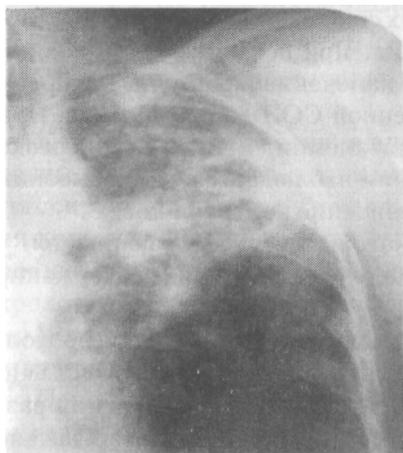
На обзорной рентгенограмме определяются: картина фиброза и сморщивания легкого, множественные старые фиброзные каверны, плевральные наслоения в верхних отделах левого легкого
